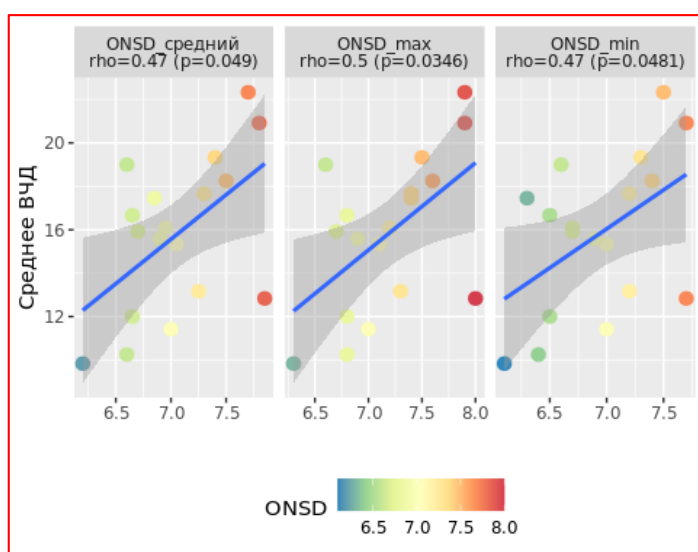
Корреляционная зависимость среднего ВЧД за 24 часа и производных ДЗНО по данным входящей КТ (ONSD средний- ДЗНО средний, ONSD max - ДЗНО максимальный, ONSD min - ДЗНО минимальный)
